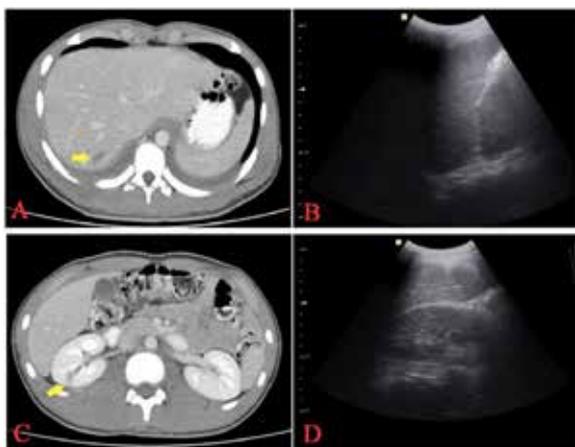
Imágenes de ecografía y tomografía de dos pacientes con lesiones intraabdominales no detectadas por el examen FAST. A y B muestran imágenes de un paciente con daño hepático. Hay un pequeño desgarro en el segmento VII del hígado (flecha). C y D representan a otro paciente con una laceración renal de grado 2 en el polo medial del riñón derecho (flecha).⁹
